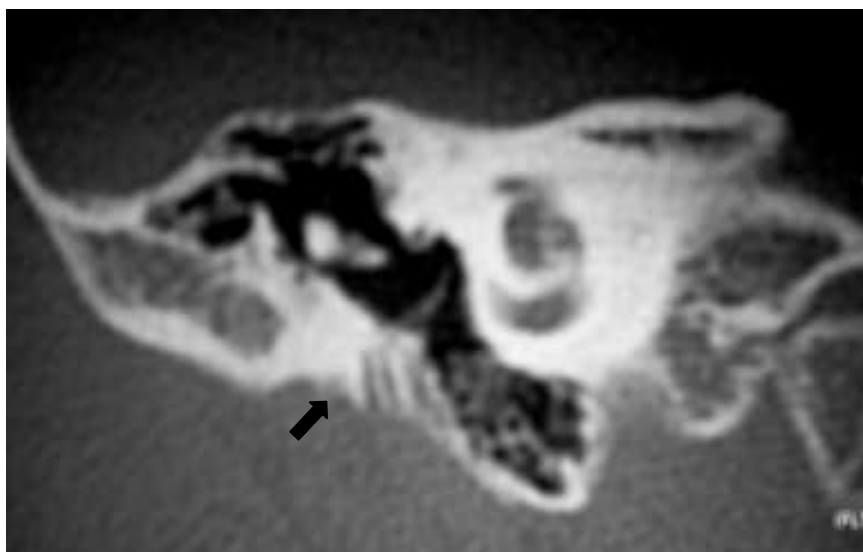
Corte coronal de TC del oído derecho donde se demuestra la placa atrésica completa (*flecha negra*).
